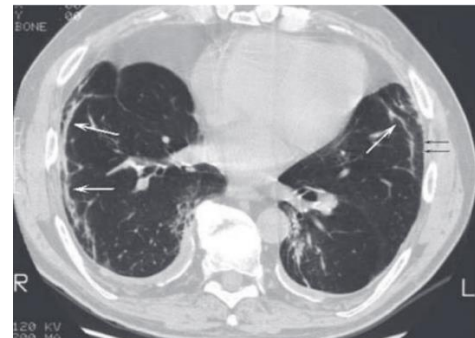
CT scan paru bagian bawah menunjukkan septum yang menebal (panah putih) dan kekeruhan subpleural (panah hitam). Patch pleura yang terkalsifikasi juga ditemukan di sisi kiri.
